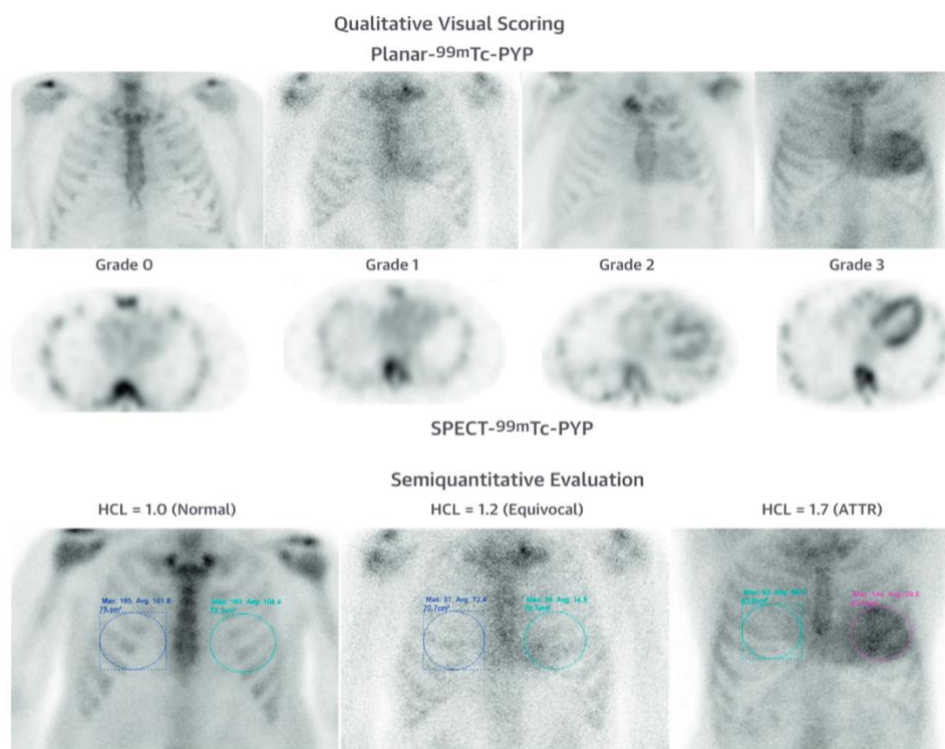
valutazione qualitativa (in alto) e semi-quantitativa (in basso) della captazione di tracciante osseo durante scintigrafia in pazienti con CA (88).
